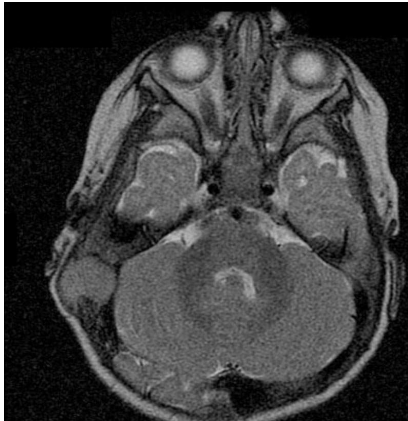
Immagine alla RMN assiale dipendente dal T2. Il tessuto patologico, isointenso, rispetto alla sostanza grigia prende rapporti con la superficie cerebellare.
